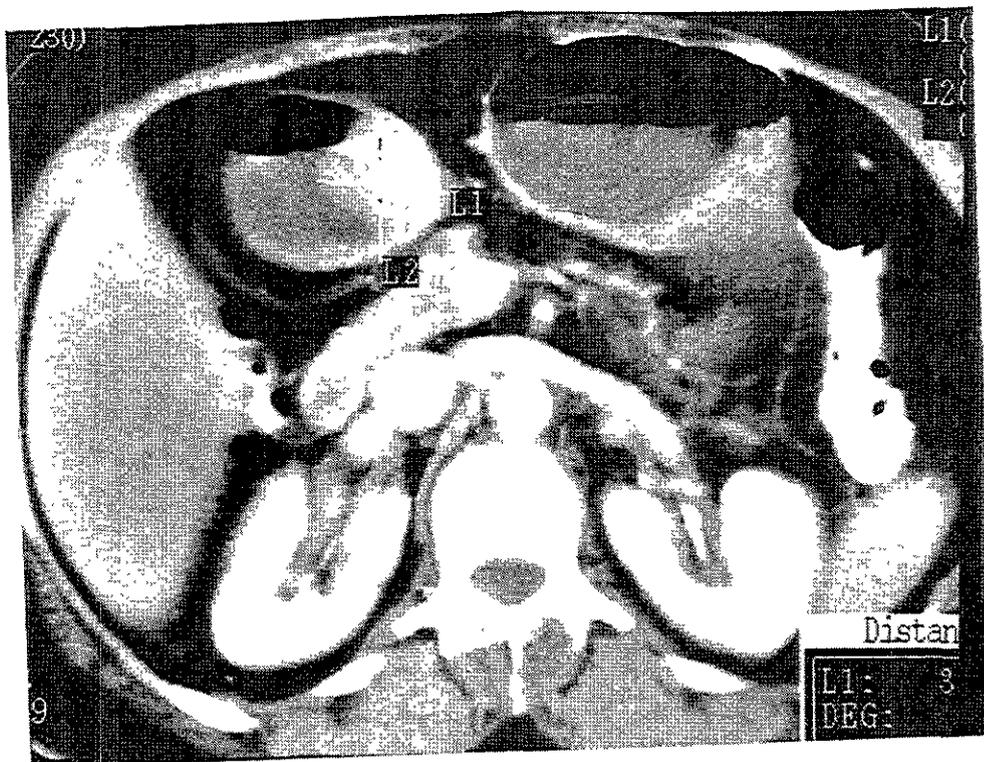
Tomografía hélice en corte axial antral, en fase arterial, mostrando lesión nodular intramural de 3 X 4 cm de bordes lisos, hipovascular con extensión intraluminal, por leiomioma.
